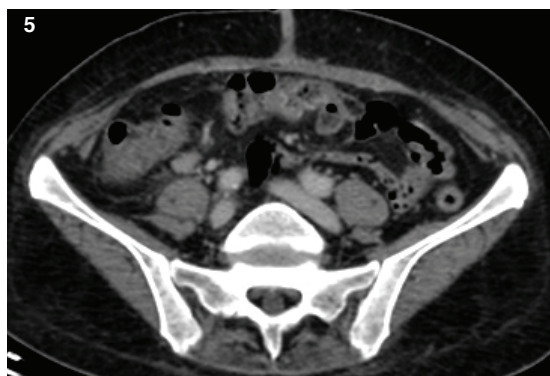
TC con contraste EV, en plano axial. E. adenopatía secundaria ubicada por delante del psoas derecho aumentada de tamaño, de morfología redondeada y contornos irregulares (flecha). F. Múltiples nódulos hipodensos que comprometen al hígado con escaso realce tras la administración del contraste, atribuibles a metástasis hipovasculares.
